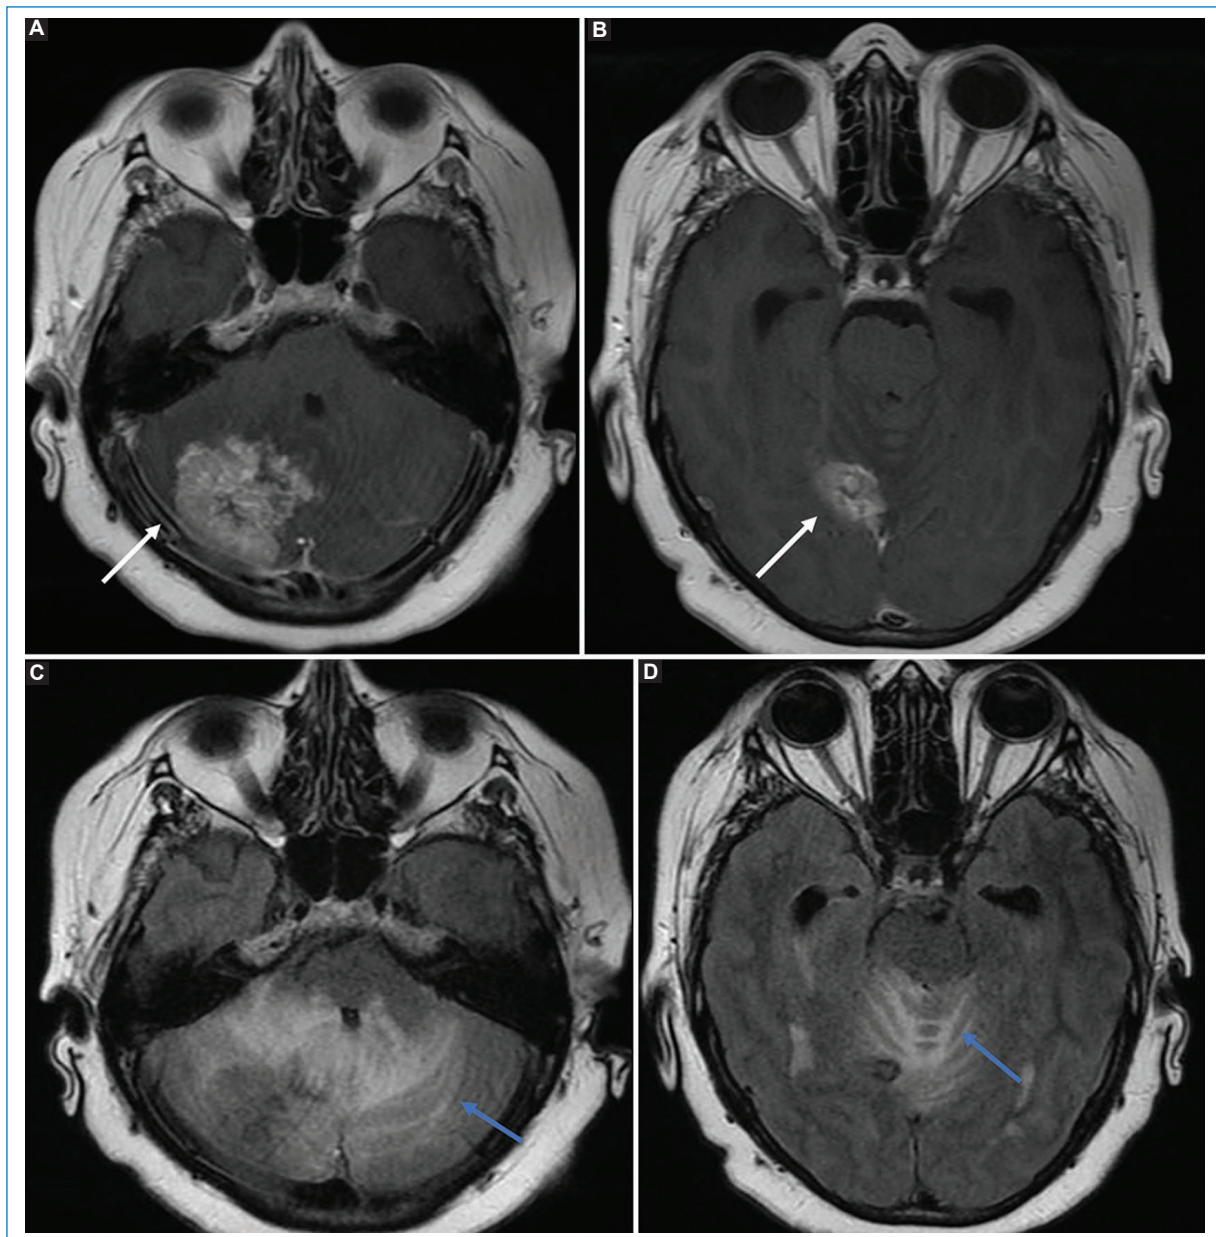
Paciente de sexo femenino de 58 años con antecedente de cáncer de mama y múltiples metástasis cerebrales ya conocidas. A y B: secuencia T1 + Gd que muestra una lesión metastásica cerebelosa derecha (flechas) con moderado efecto de masa, sin realce leptomeníngeo. C y D: cortes axiales FLAIR al mismo nivel que A y B, con hiperintensidad de señal interfolias (flechas) por alteración de la normal configuración del espacio subaracnoideo condicionada por el efecto de masa.
